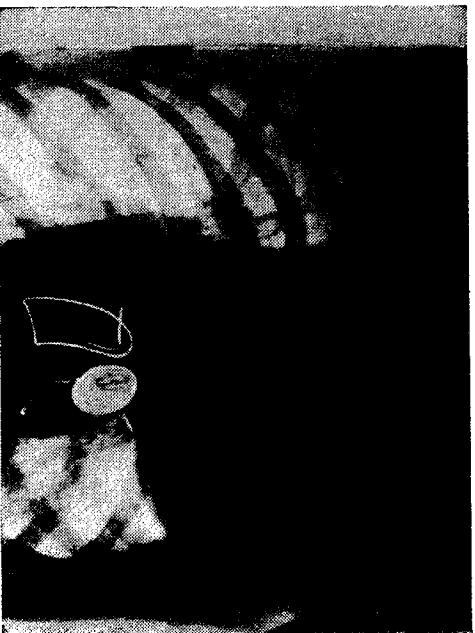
A. — Radiografi direkte e toraksit. Hifë e madhe intensive në fushën pulmonare të sipërme nga e majta, me spositim të medastinit në anë të kundërt, në një të sëmurë me temperaturë të lartë. Diagnoza klinike dhe radiologjike *pyocystis echinococcus*.
